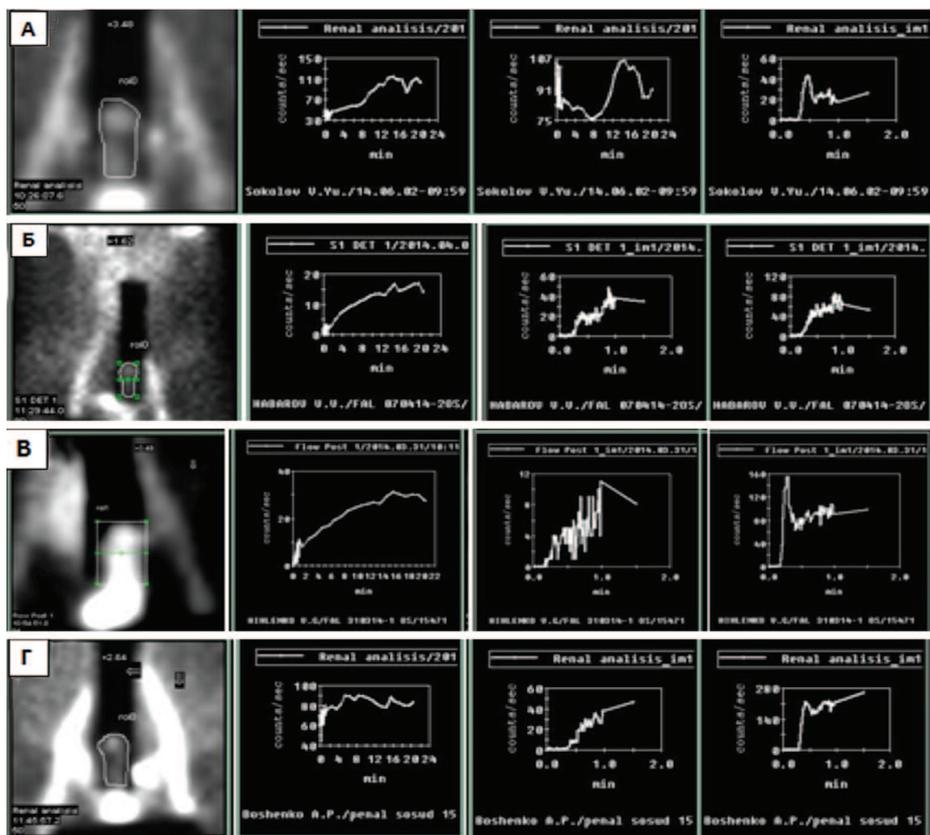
Результаты фаллосцинтиграфии при васкулогенной эректильной дисфункции:
